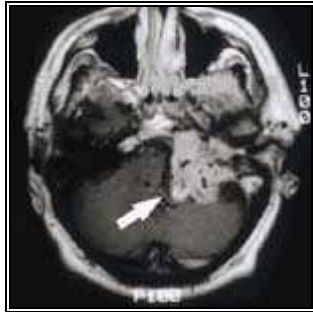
Glomus yugular en corte axial de RMN con gadolínico.
